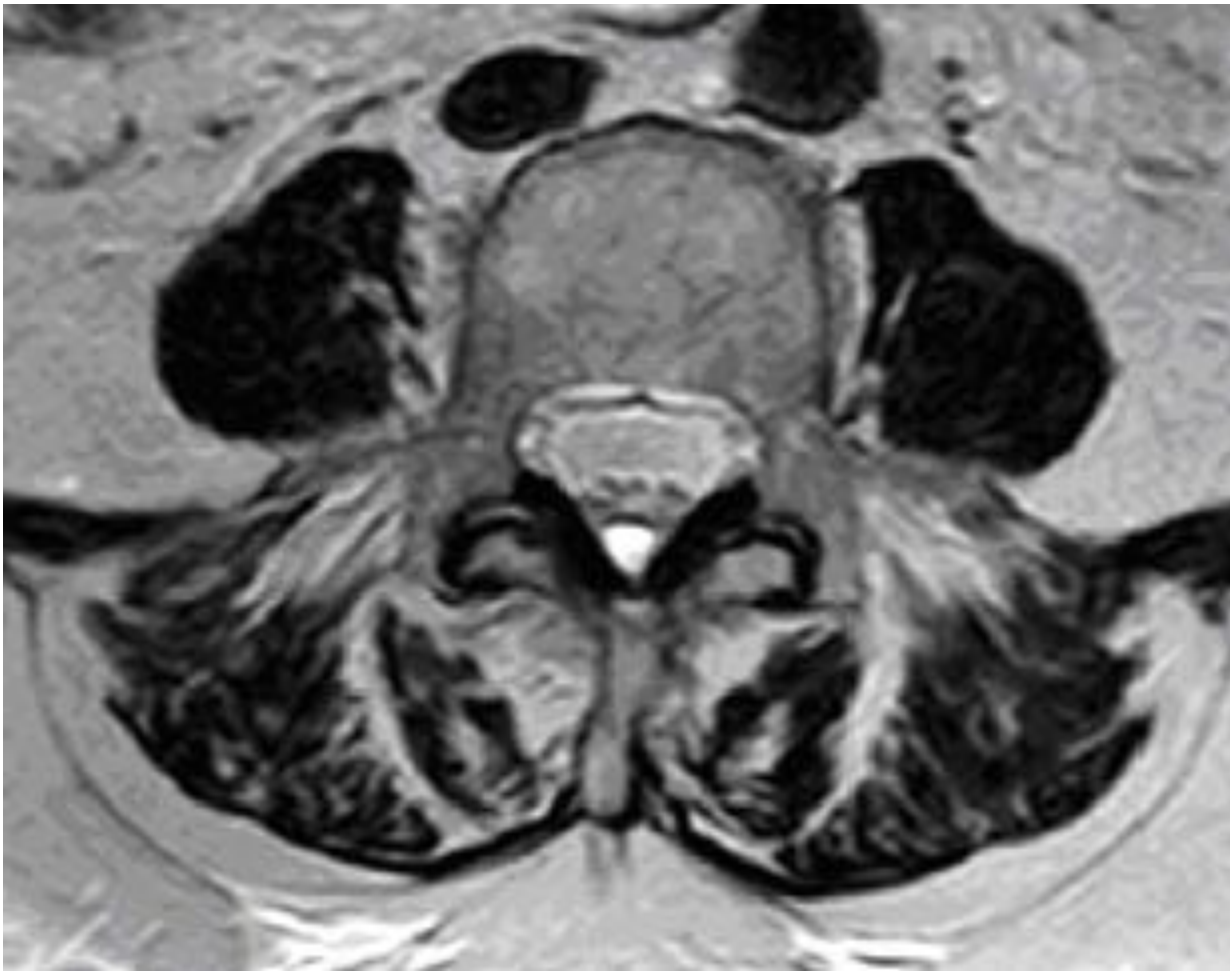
Caso clínico 4. Paciente con clínica de 3 semanas de dolor intenso a nivel de pierna derecha tanto en la zona de la tibia como el gemelo. RM axial T2. Quiste de 6 mm en el espacio epidural posterior de L3-L4 y mínimo derrame interespinoso sin repercusión significativa sobre el canal medular.
